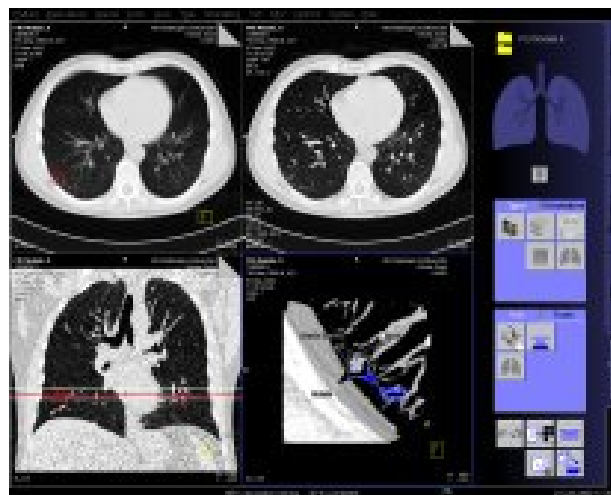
Syngo LungCARE CT with NEV (retirado de (Siemens, 2006)).
